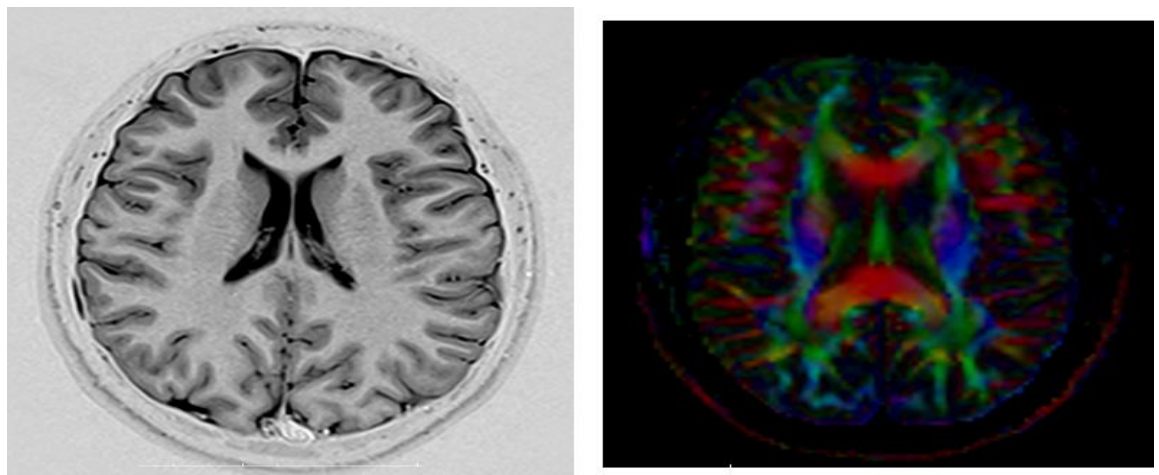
Ressonância magnética e tractografia nas mesmas sequências de um paciente normal.
